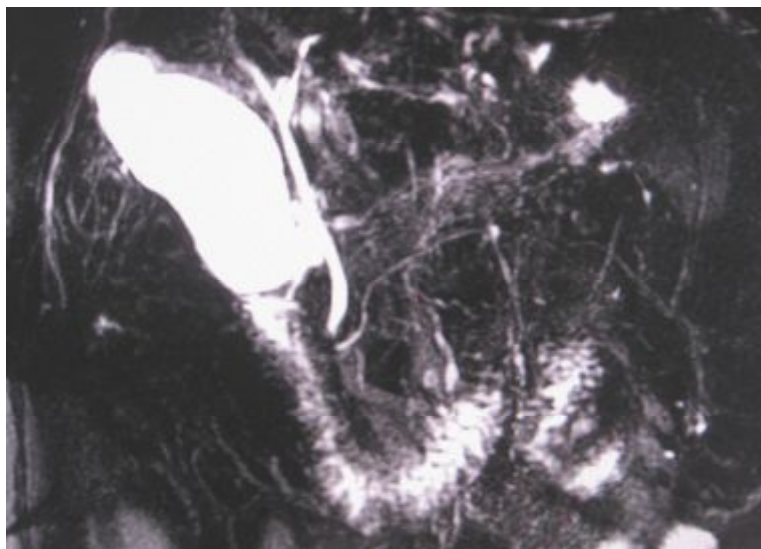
IRM abdominală în regim colangiografic noncontrast.
